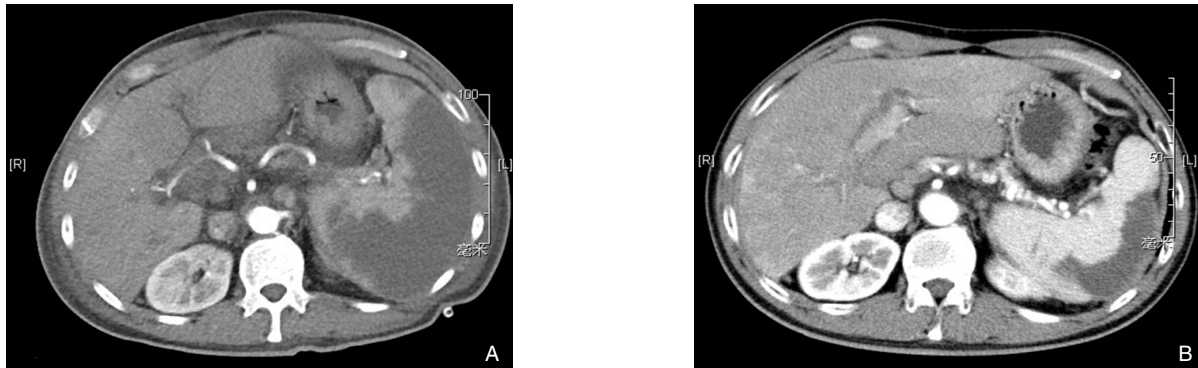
术后腹部CT复查情况 A: 术后3 d; B: 术后6个月
